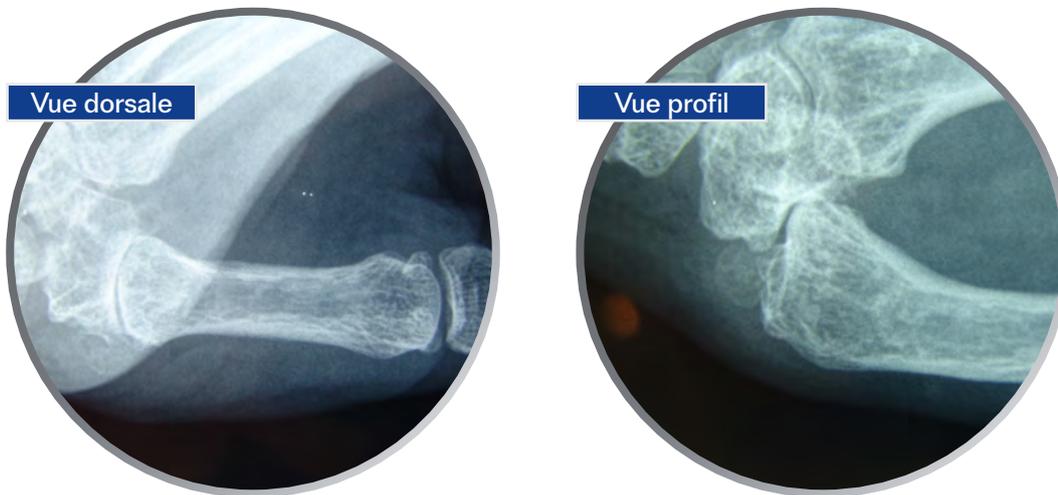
X-rays - Dr. Renaud DUCHÉ, France
